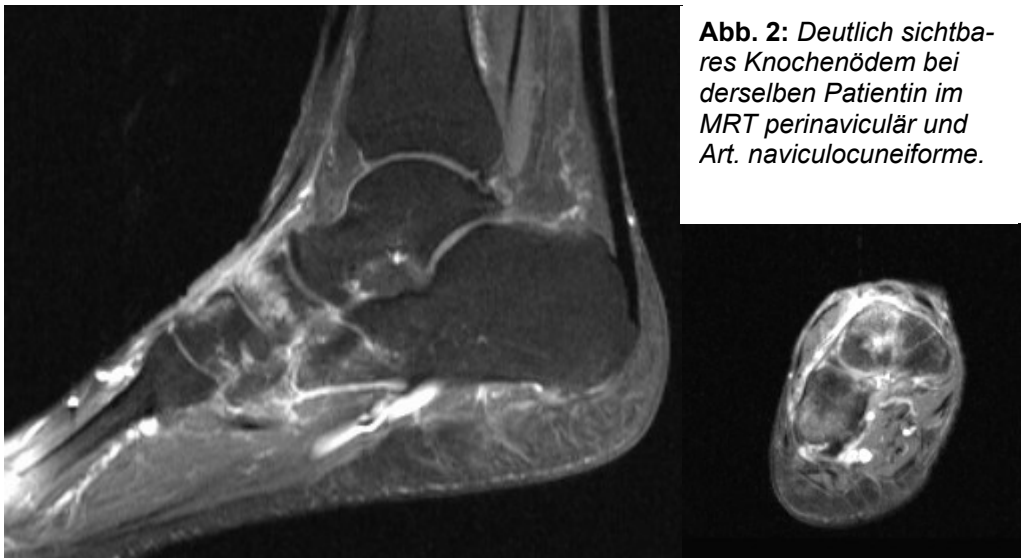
Deutlich sichtbares Knochenödem bei derselben Patientin im MRT perinaviculär und Art. naviculocuneiforme.
